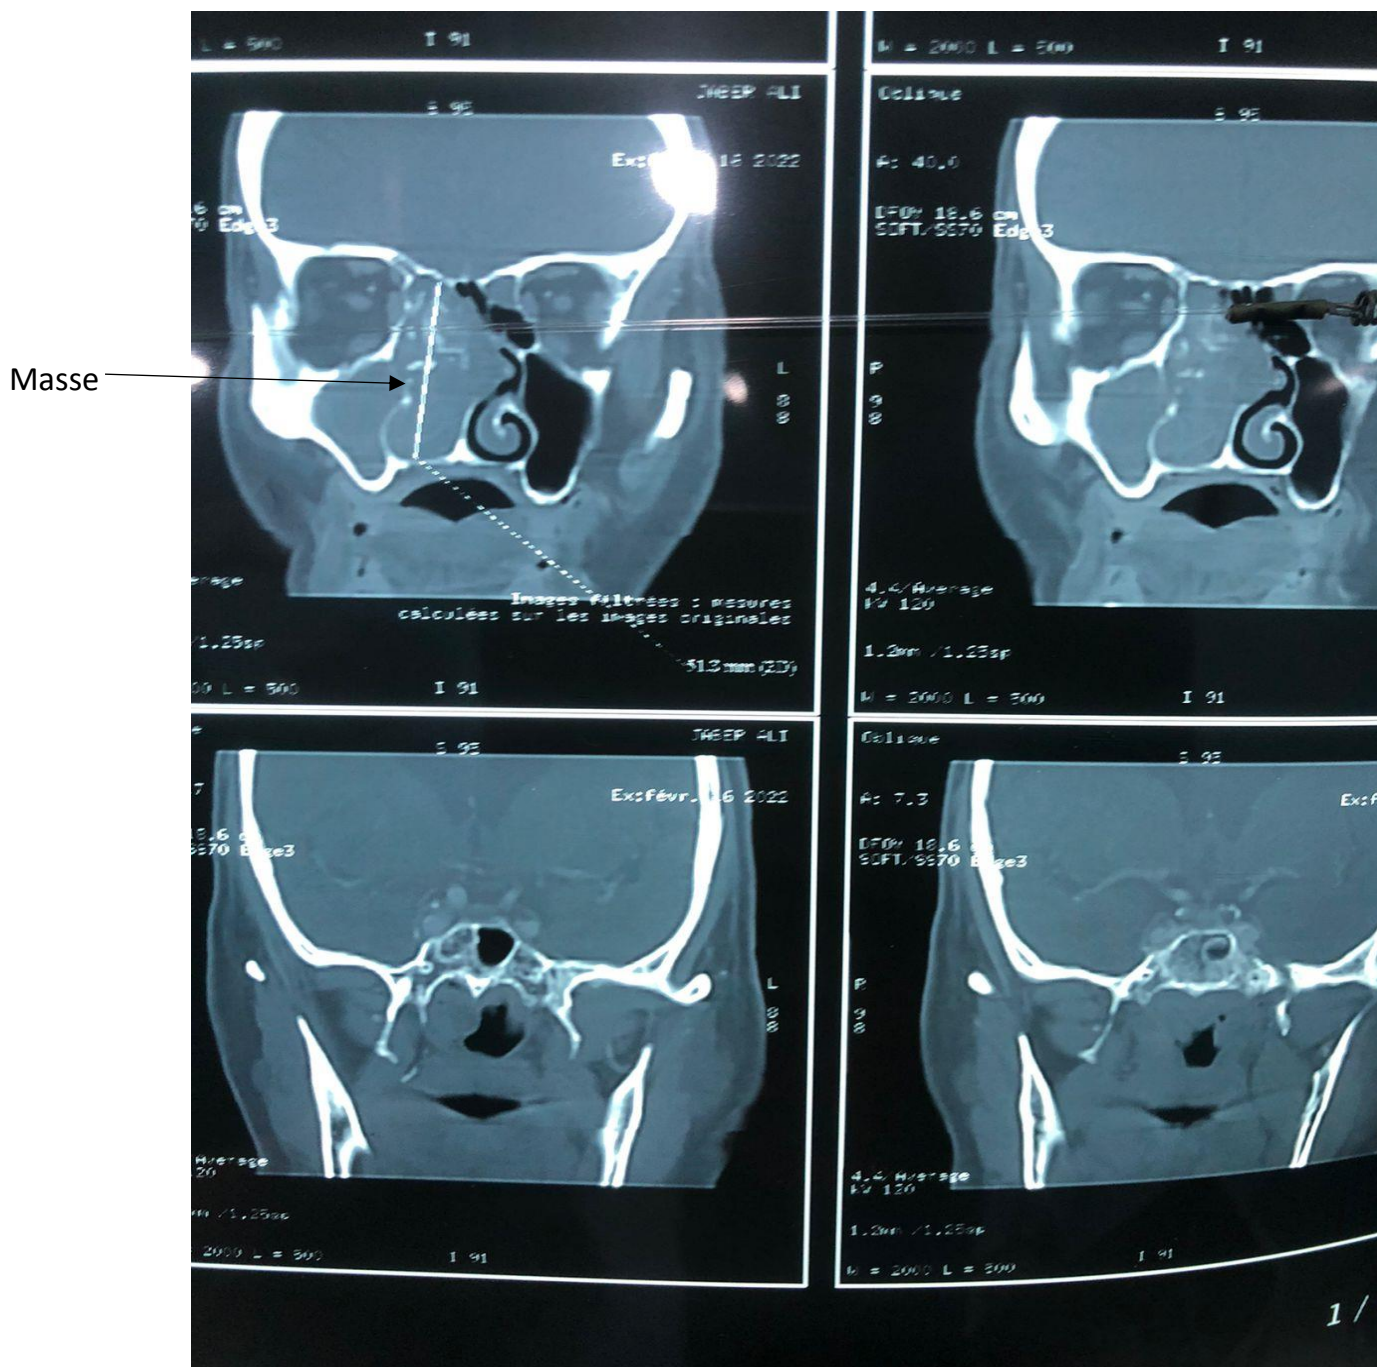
TDM des cavités nasosinusiennes en coupe coronale montrant une masse de densité tissulaire avec lyse osseuse tout autour. [Iconographie SERVICE ORL HMMI de MEKNÈS]
